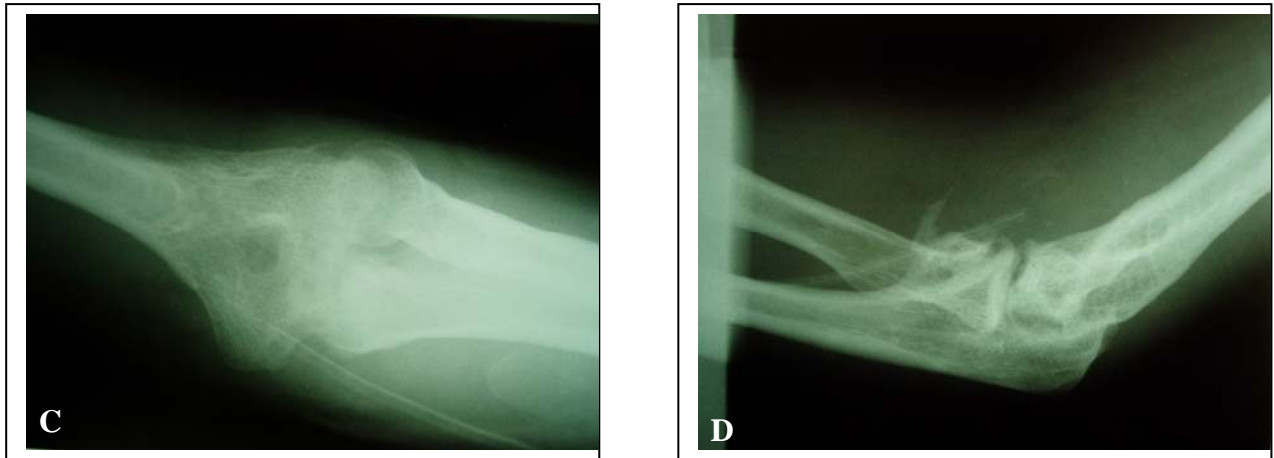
radiographie postopératoire du coude face(C) et profil (D) du meme patient, un drain aspiratif en place
